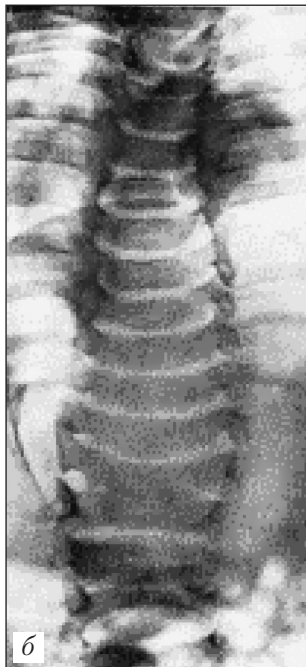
Ребенок двух лет. Тяжелая форма обширной *spina bifida* и огромное миеломенингоцеле. Фото (а) и переднезадняя рентгенограмма позвоночника (б)
